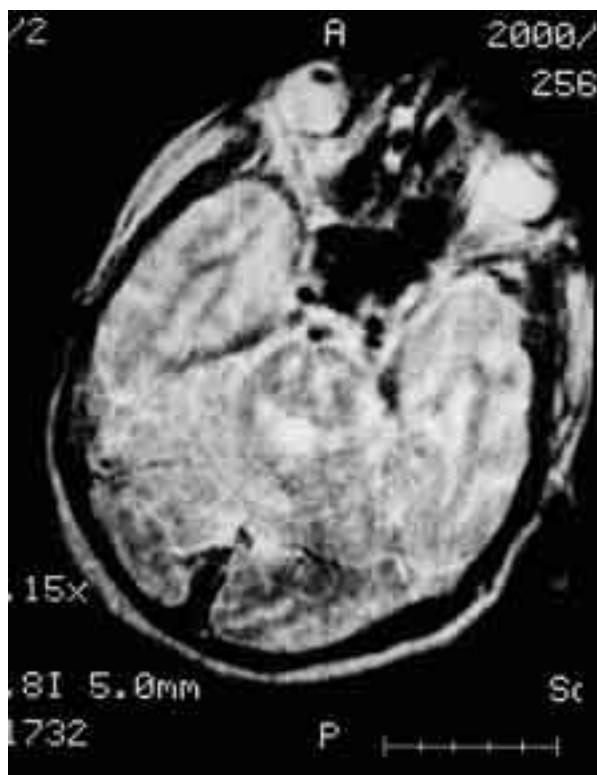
Przypadek zespołu Wallenberga-Babińskiego-Nageotte’a. Widoczne hiperintensywne ognisko w rdzeniu przedłużonym po stronie prawej (MRI, sekwencja SE, obraz T2 zależny, płaszczyzna czołowa)
